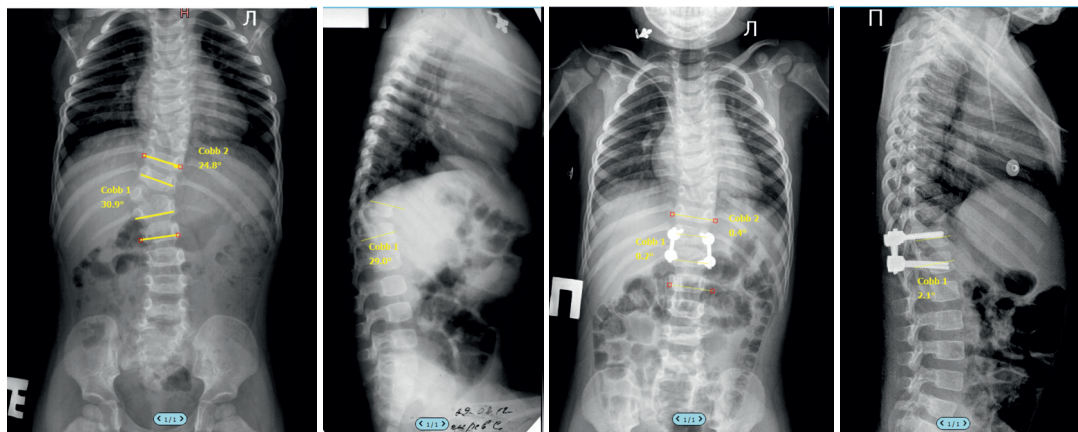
Рентгенограммы пациента 2 лет 11 месяцев с врожденным сколиозом на фоне альтернирующих полупозвонков: заднебокового несегментированного Th9 слева и сверхкомплектного заднебокового полностью сегментированного Th14 справа.
